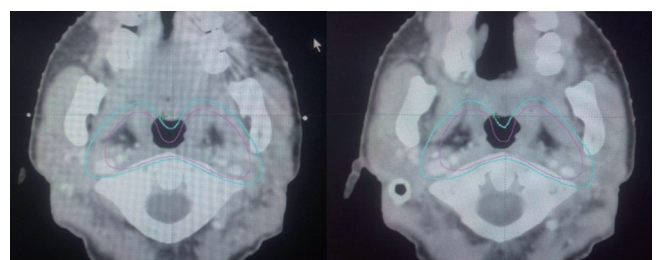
优化后勾画组CTV1和O-CTV2勾画的典型CT横断面(紫色代表CTV1,浅蓝色代表O-CTV2)
